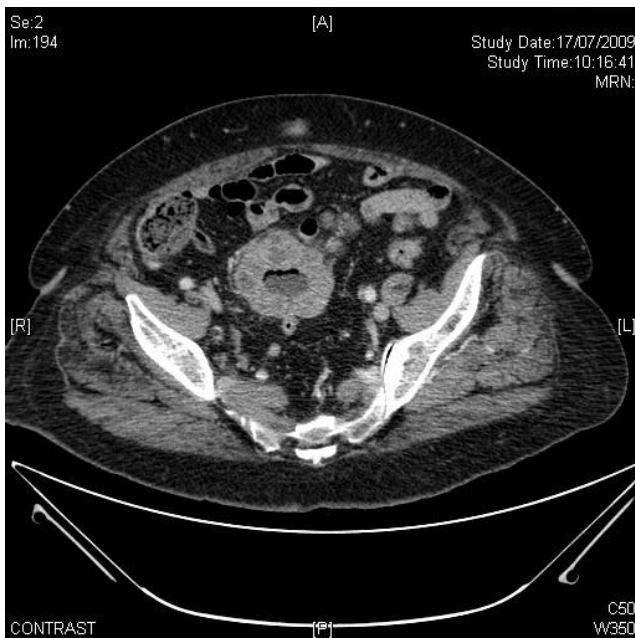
Imagen de TC abdominopélvica con engrosamiento de asa de intestino delgado sospechoso de neoplasia intestinal.
